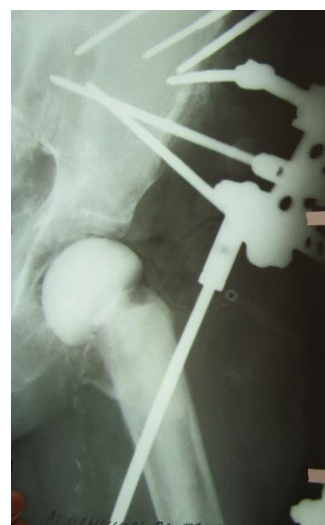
Рентгенограмма тазобедренного сустава больного С. после установки спейсера.
